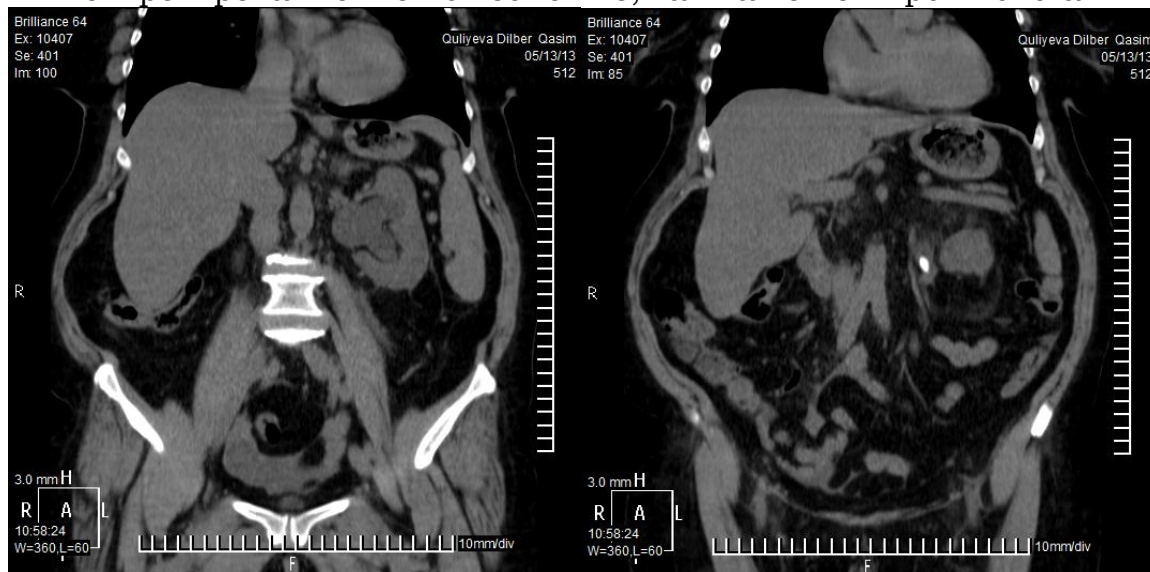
Компьютерная томография больной К.Д.
